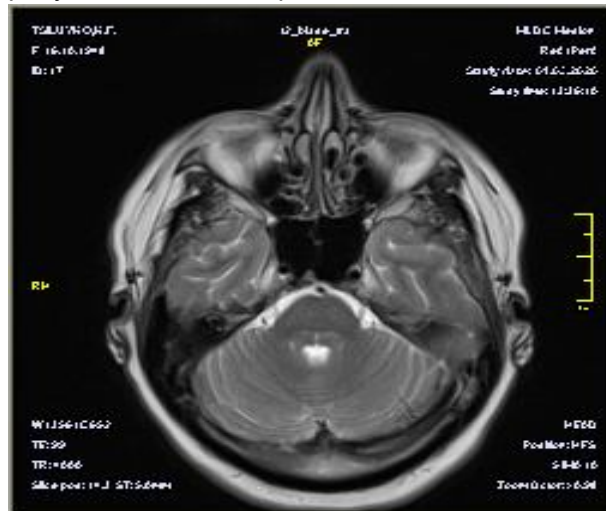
МРТ-картина пацієнтки Ц., із гіперкінетичним синдромом. Ознаки початкових атрофічних змін в ділянці олив.
